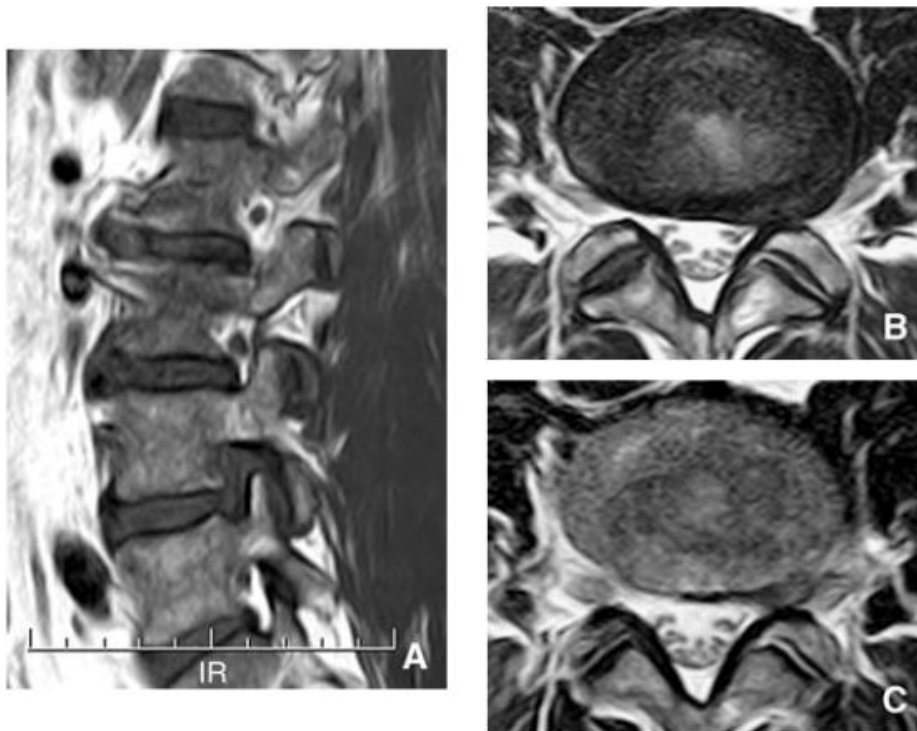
Hernie foraminale (IRM).
